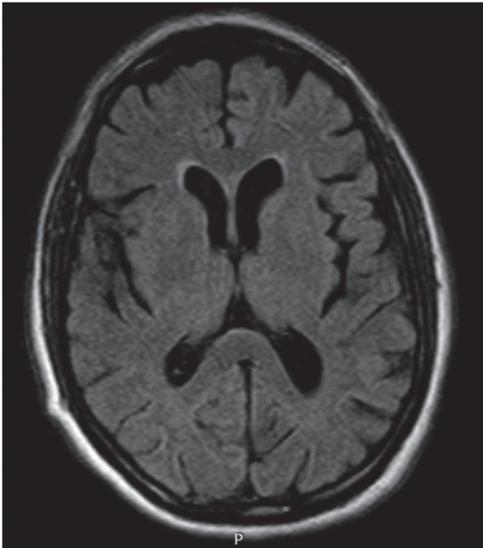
RM-CE: Atrofia cortico-subcortical difusa de predomínio frontal e temporal interno.
